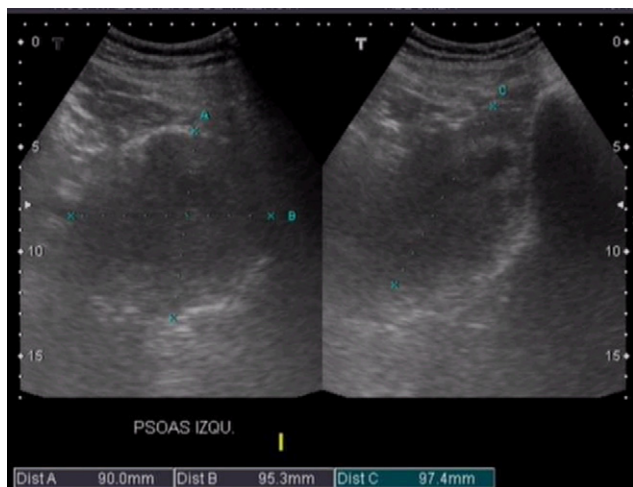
Imagen de la ecografía en la que se aprecia el tamaño del hematoma del músculo psoas-iliaco izquierdo.
